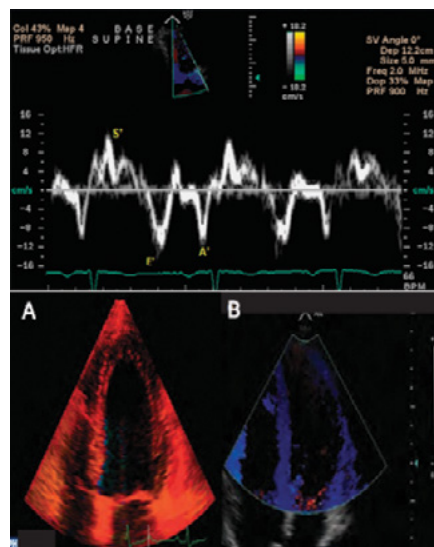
Velocidades del miocardio obtenidas en el plano longitudinal por medio al Doppler tisular junto al mapa de color bidimensional de velocidades obtenidas por Doppler tisular en la vista de 4 cámaras durante la sístole (A) y la diástole (B). A': contracción auricular; E': velocidad de relajación miocárdica; S': velocidad de contracción miocárdica.
